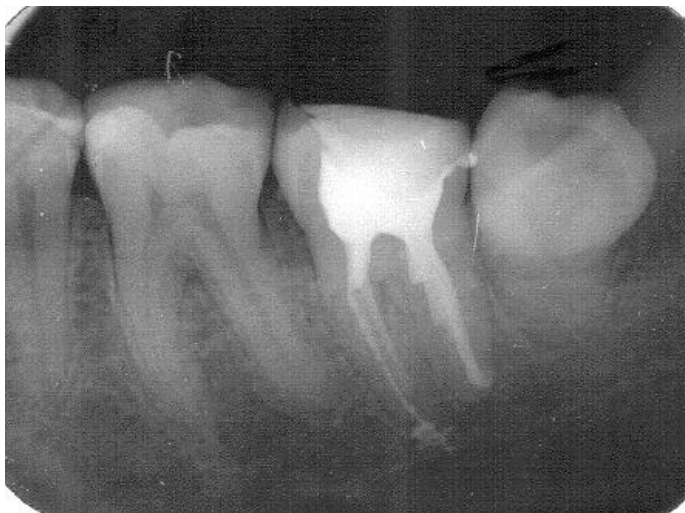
Прицільна рентгенограма 37 зуба пацієнтки Б., 1974 р.н. Витяг з медичної картки № 4629, больовий синдром як ускладнення ендодонтичного втручання 37 зуба, гострий період захворювання
